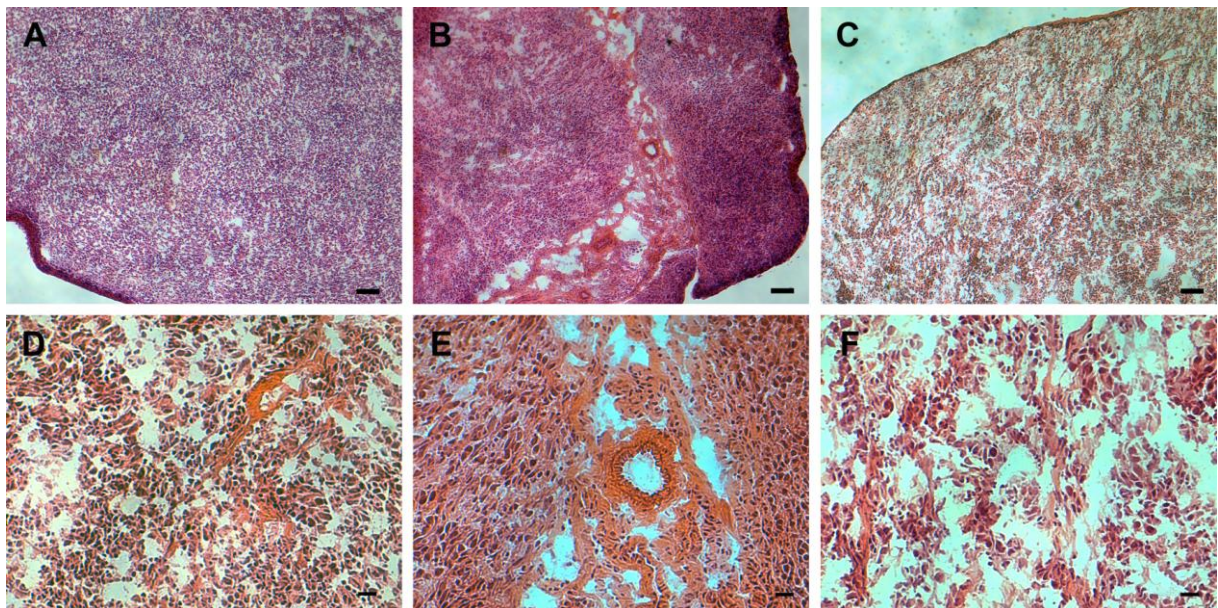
Hämatoxylin-Eosin-Färbung von Tumorproben. A: CT26^{-CXCL10}-Tumor in einer Balb/c Maus (Maßstabsbalken 100 µm); B: CT26^{-CXCL10}-Tumor in einer Rag1^{-/-} Maus (Maßstabsbalken 100 µm); C: CT26^{+CXCL10}-Tumor in einer Rag1^{-/-} Maus (Maßstabsbalken 100 µm); D: Vergrößerung von A (Maßstabsbalken 20 µm), E: Vergrößerung von B (Maßstabsbalken 20 µm); F: Vergrößerung von C (Maßstabsbalken 20 µm).
